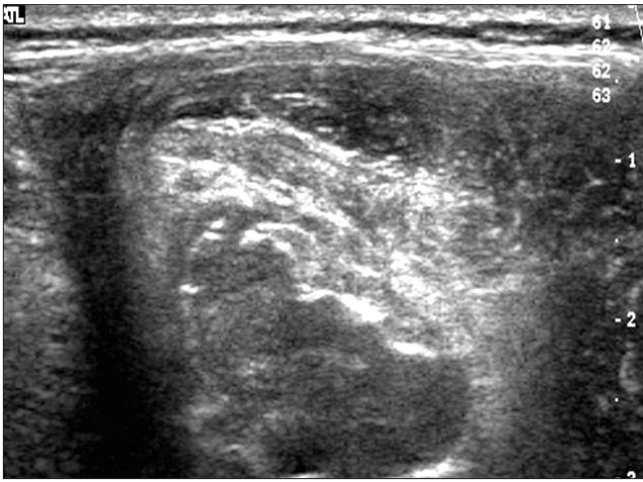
Ultrasonography of the patient. Partially scanned right posterior paravertebral mass at the lower lumbar area extending into the spinal canal.
